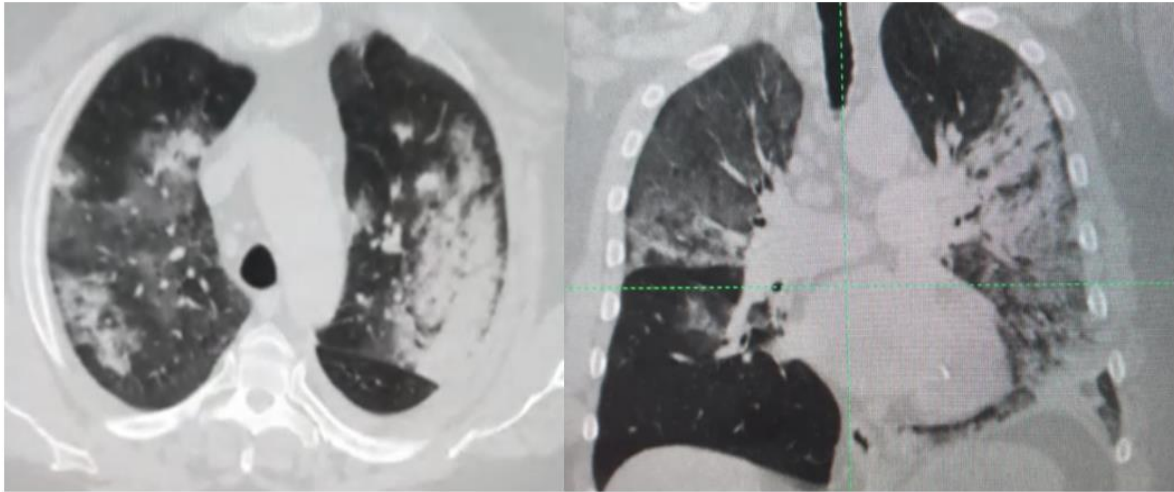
Компьютерная томография легких (пациент Ж., 61 год) в аксиальной (а) и сагиттальной (б) проекциях
